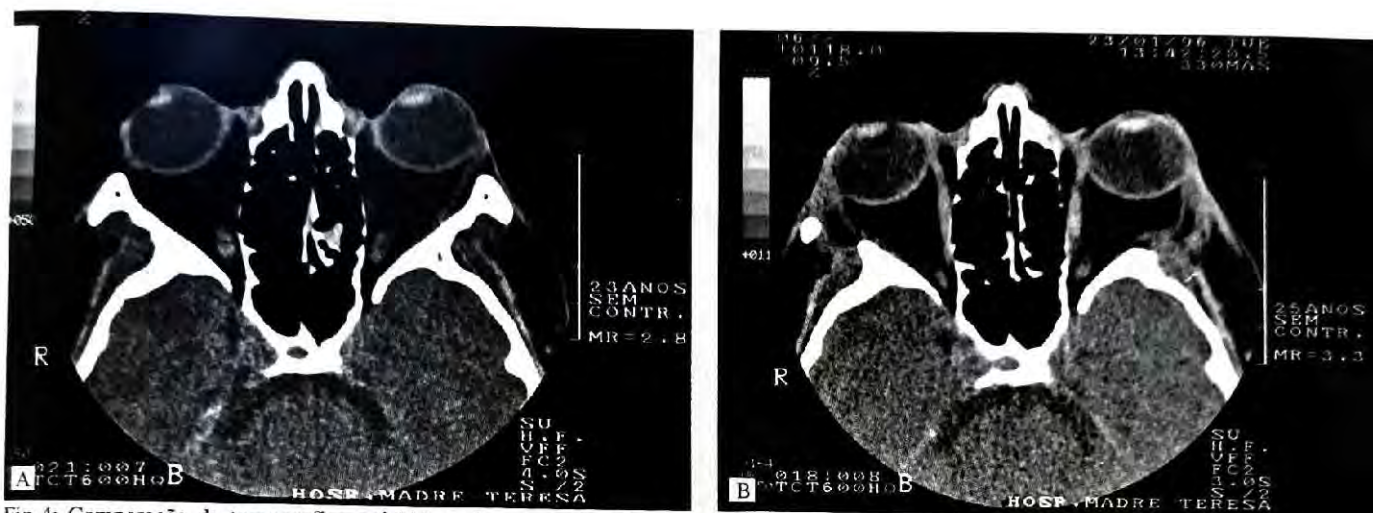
Comparação da tomografias pré (A) e pós-operatórias (B) mostrando a ausência das paredes ósseas laterais e a expansão do conteúdo orbitário em direção à fossa temporal.
